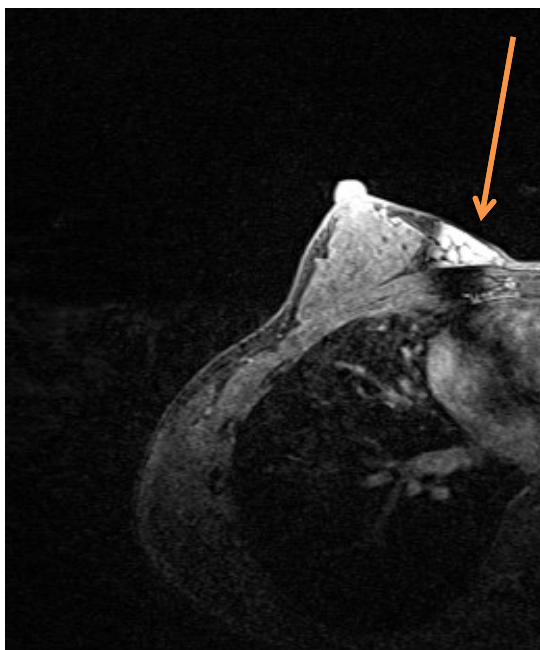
МРТ молочных желез — постконтрастное изображения (стрелкой указаны выявленные изменения в молочной железе)
